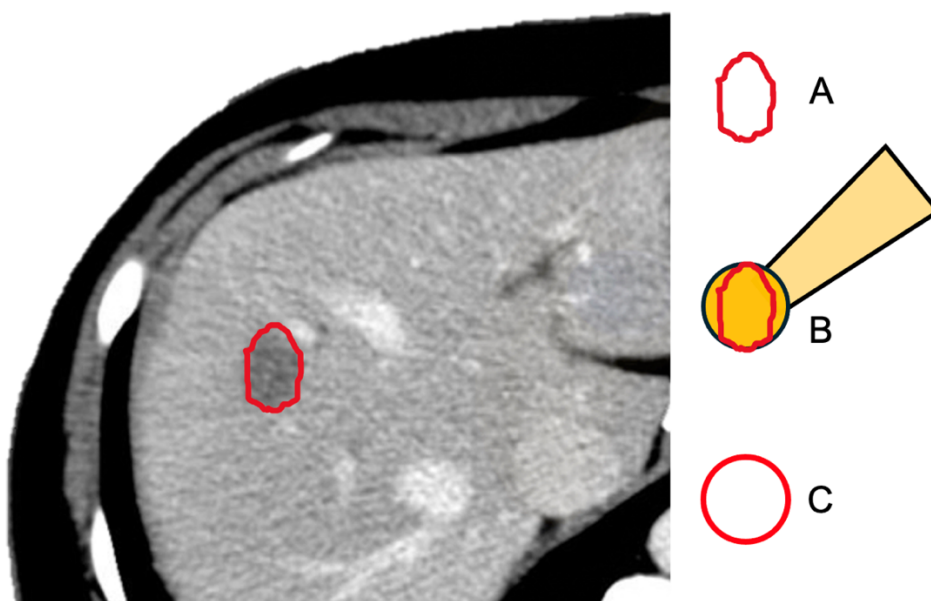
Graphische Darstellung des CT-basierten GTV (A), das gleiche GTV mit dem passenden Applikator (B) und das erstellte GTV-IORT (C). Eigene Darstellung mit Verwendung von Planungsbildern.
